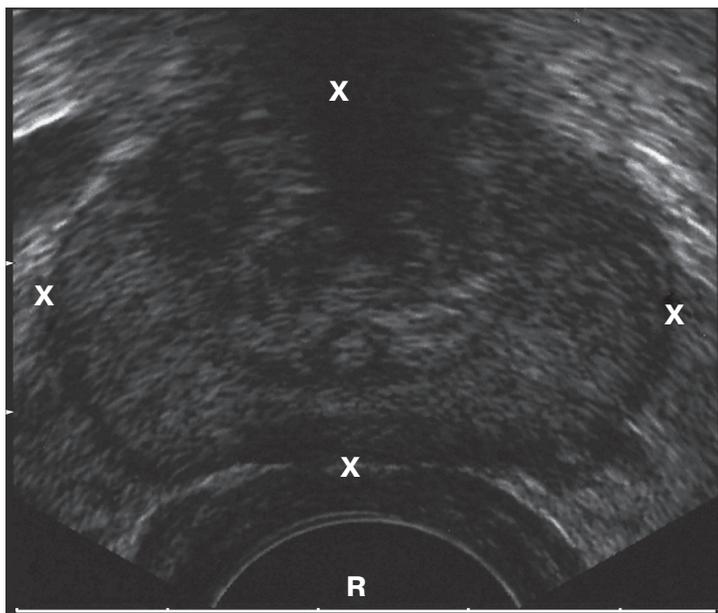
Трансректальное УЗИ.
